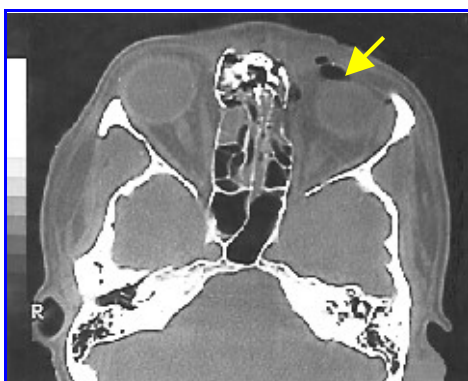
TAC de cara. Enoftalmo izquierdo.
